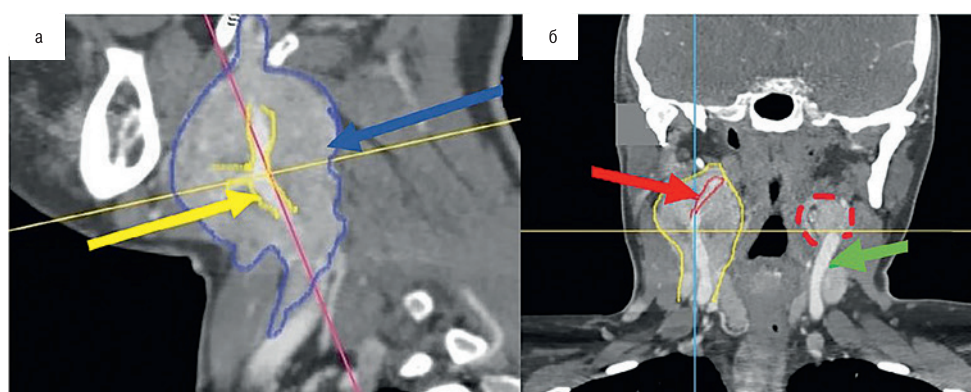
КТ с контрастным усилением
